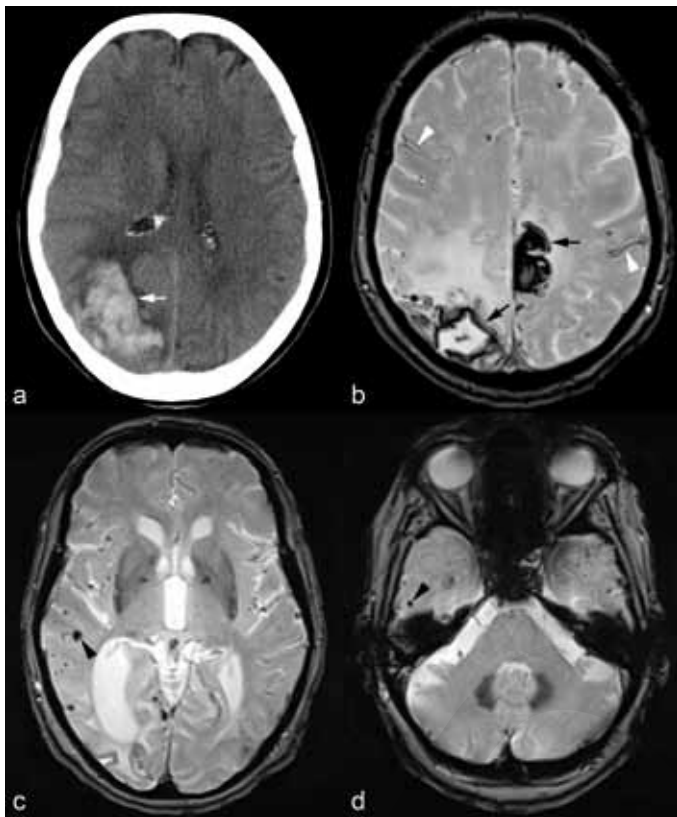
Femme de 81 ans avec volumineux hématome pariétal droit récent hyperdense en CT natif (flèche blanche en a). Séquence T2* EG réalisée un jour plus tard (b) montre l'hématome pariétal droit ainsi qu'un nouvel hématome fronto-pariétal gauche en regard de la faux (flèche noire). Hémosidérose superficielle sous forme de dépôts d'hémosidérine gyriiformes témoignant d'anciennes hémorragies sous-arachnoïdiennes (tête de flèche blanche en b). Par ailleurs, présence de multiples microsaignements (têtes de flèche noires) de distribution périphérique, épargnant les noyaux gris centraux (c) et la fosse postérieure (d). Imagerie faisant évoquer une angiopathie amyloïde.
